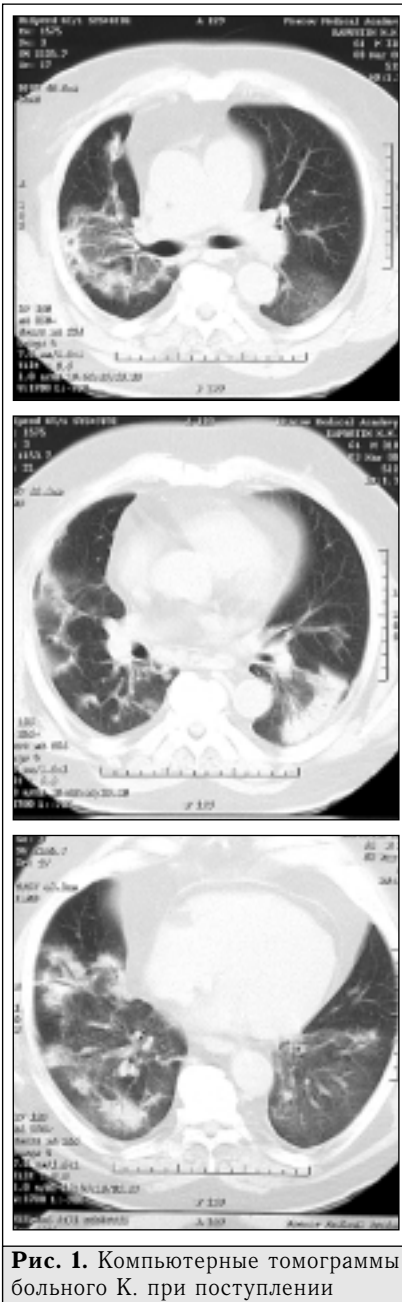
Компьютерные томограммы больного К. при поступлении
